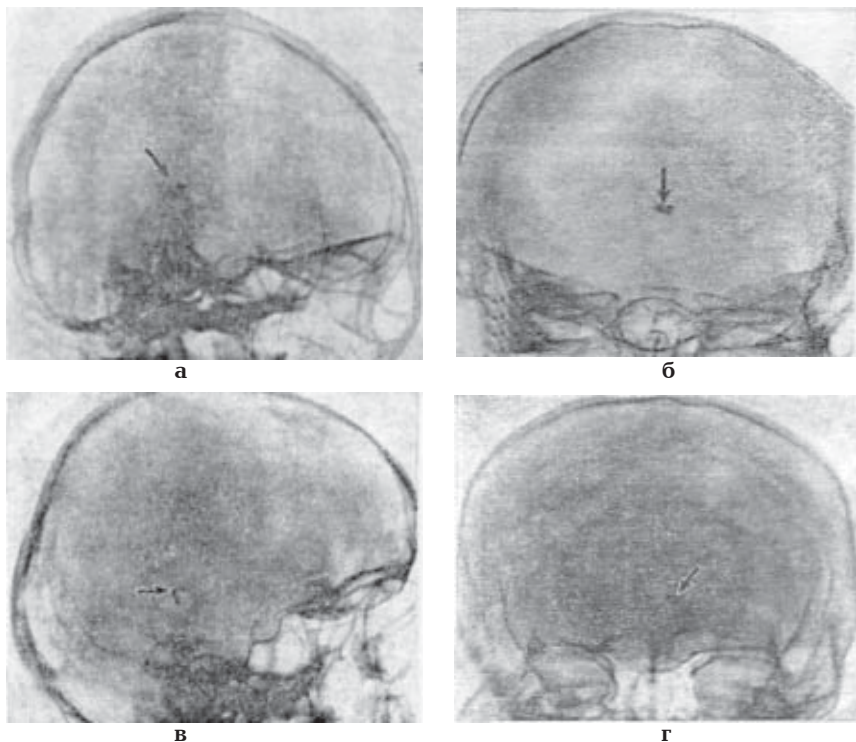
Оглядові рентгенограми черепа (за Г.Ю. Коваль, 1984).
